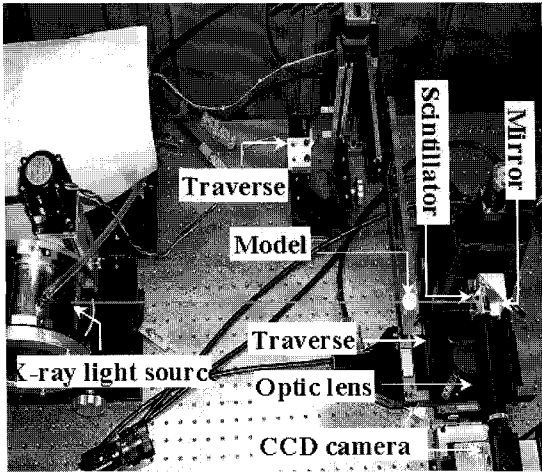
Experimental setup of X-ray imaging at PLS
